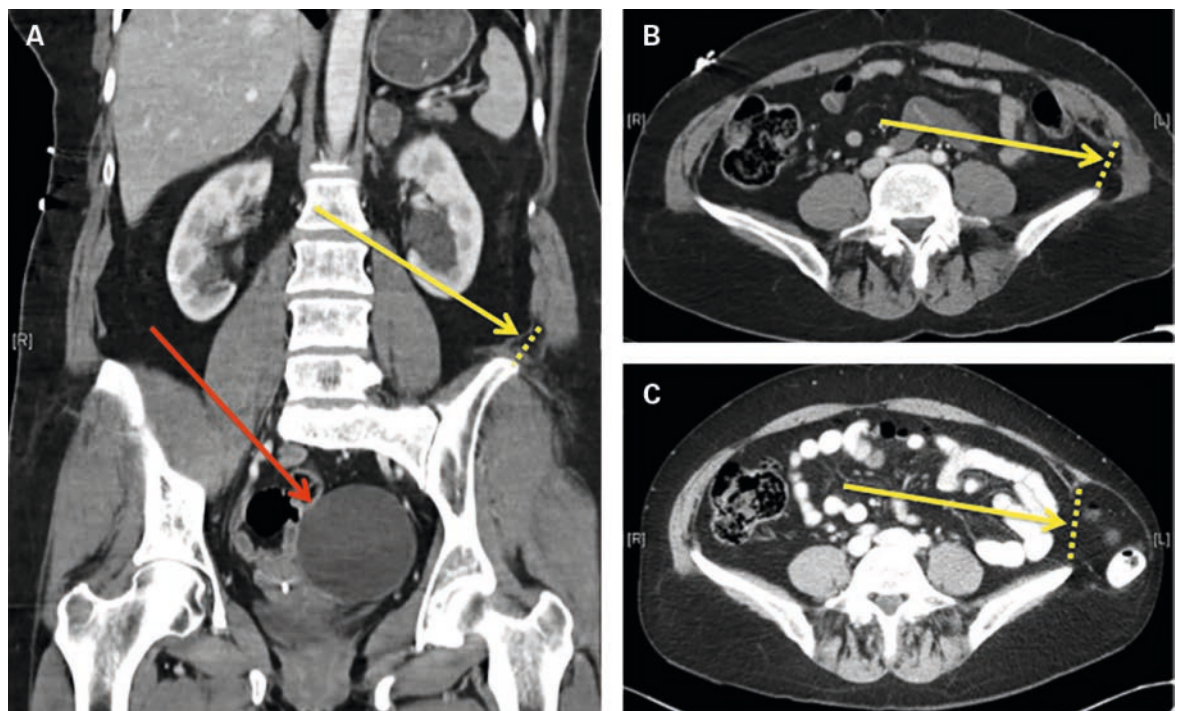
Koronare (A) und tangentielle (B) CT-Aufnahmen am Unfalltag mit Ausriss der Bauchwandmuskulatur von der Crista iliaca (gelber Pfeil) und Ovarialzyste (roter Pfeil). Präoperative koronare CT-Aufnahme (C) mit Bruchlücke (gelber Pfeil).
